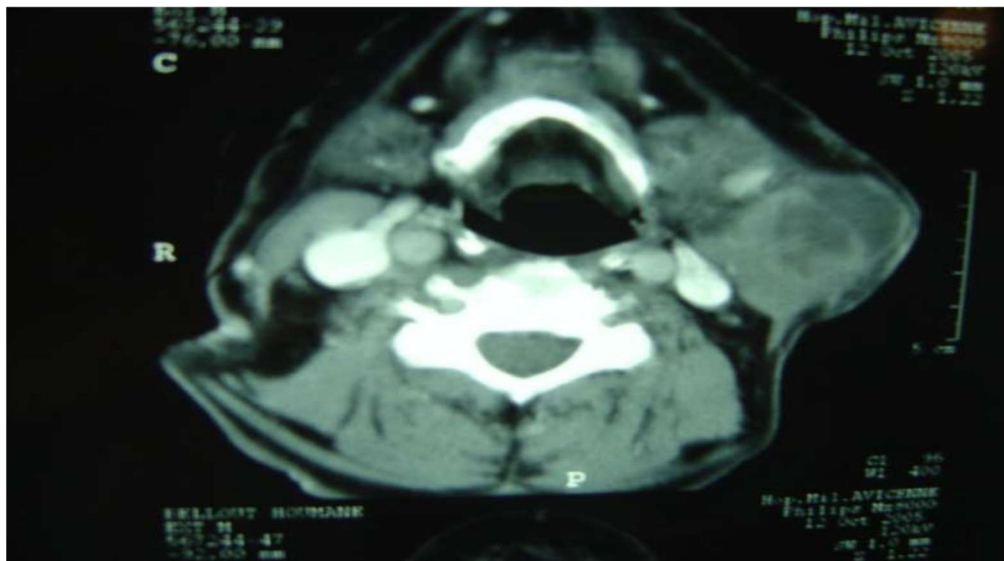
TDM parotidienne en coupes axiales : lésion tissulaire parotidienne exo faciale gauche
